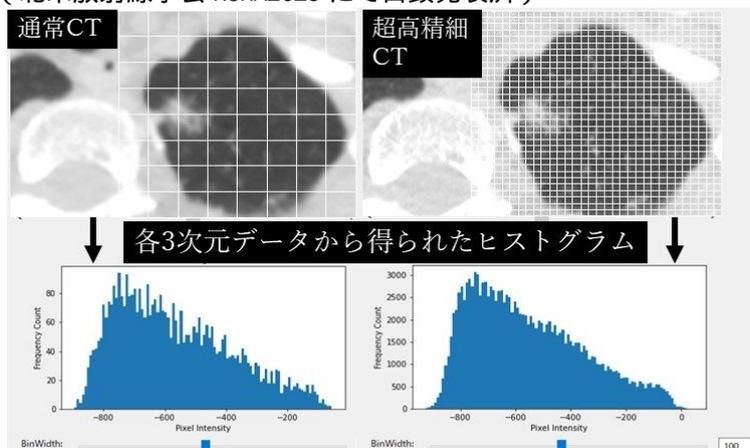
(左図:通常 CT と超高精細 CT データを用いた場合の人工知能の IVA 診断能の比較)を見ると明らかであるが、超高精細 CT の 3次元データから得られたヒストグラムは、通常 CT のそれよりも滑らかであることが分かる。人工知能の診断能の向上の要因の一つが、きめ細かい超高精細 CT データによるものであることは明らかである。超高精細 CT は、視覚的な画質向上や診断能向上に寄与するだけでなく、ソフトウェアや人工知能といった定量解析にも客観性の高い有用な結果をもたらす可能性が示された。近年、放射線診断領域では、画像データをバイオマーカーとして活用し、画像定量値と多彩な臨床情報や
